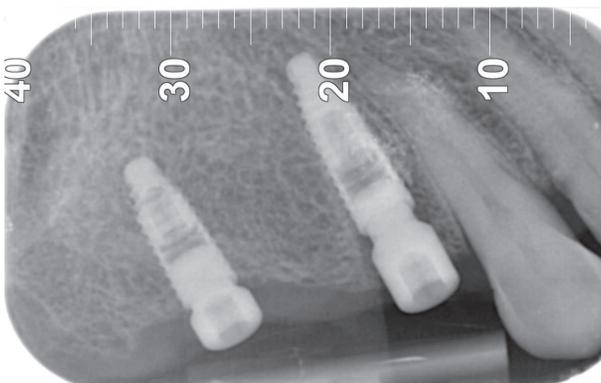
Radiografia post-operatoria
